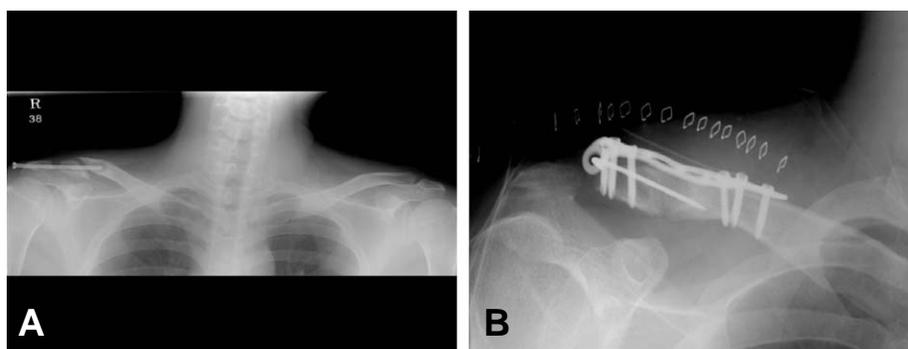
(A) Fracture of Neer type II distal clavicle nonunion in a 51-year-old patient. (B) Fixed using K-wire and TBW through X-ray after the first operation, but the inferior bone fragment was not fixed solidly. (C) Fixed using AIBG and T-shape LCP because osteosynthesis was not done in 6 months after the operation.
